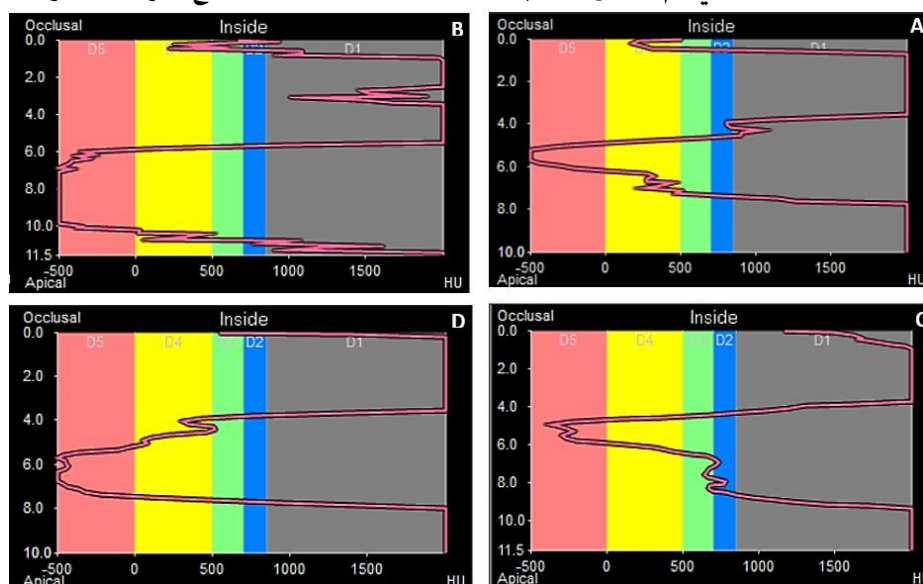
يوضح الكثافة المعدنية بالألوان لعظم الفخذ لدى المجموعات الأربعة باستخدام جهاز CBCT وبرنامج 3D- (A. i) الشاهد (SHAM, B) المصاب (OVX, C) الموقاة بالاكسيناتيد، (D) المعالجة بالاكسيناتيد، (E) صورة CBCT لعظام الفخذ عند الجرذان.
